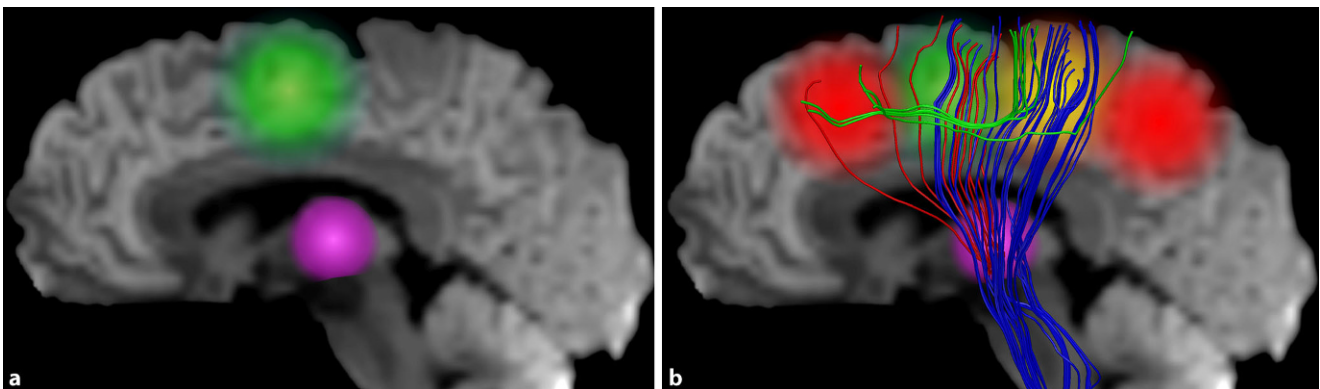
▲ Topographische Übersicht bildgebender Befunde bei juveniler myoklonischer Epilepsie: a Die beiden am häufigsten replizierten Befunde aus morphometrischen MRT-Studien bei JME sind eine Vermehrung von grauer Substanz im supplementär motorischen Areal (*grün*) und eine Reduktion im Thalamus (*pink*). b Die in Abb. 2 beschriebene funktionelle Koaktivierung des motorischen Systems (*orange*) mit kognitiver Aktivierung (*rot*) wird durch eine bei JME erhöhte strukturelle Konnektivität zwischen präfrontalen kognitiven Arealen und dem motorischen System vermittelt (*grüne Verbindungen*). Diese durchkreuzen die ansonsten in dieser Region dominierenden absteigenden motorischen Bahnen (*blaue Verbindungen*), was Befunde mit einer reduzierten fraktionellen Anisotropie in Diffusions-Tensor-Bildgebungs (DTI)-Daten erklärt. Die reduzierten thalamokortikalen Verbindungen des Frontallappens (*rote Verbindungen*) erschweren zusätzlich eine hemmende Rückkopplung auf die hyperkonnektierten und übererregbaren kognitiven und motorischen Systeme
